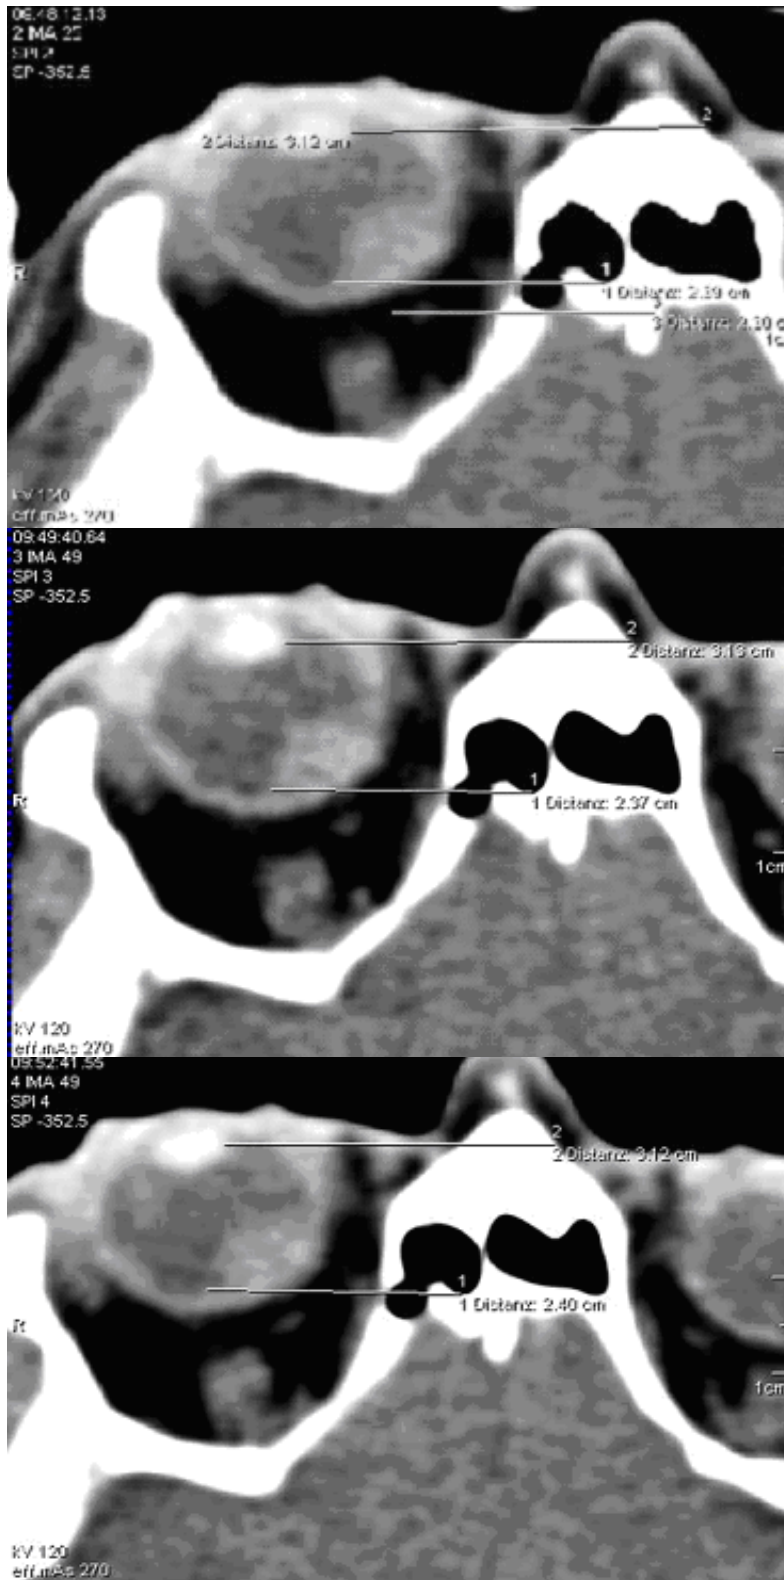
CT-Schnitte zur Lagekontrolle
